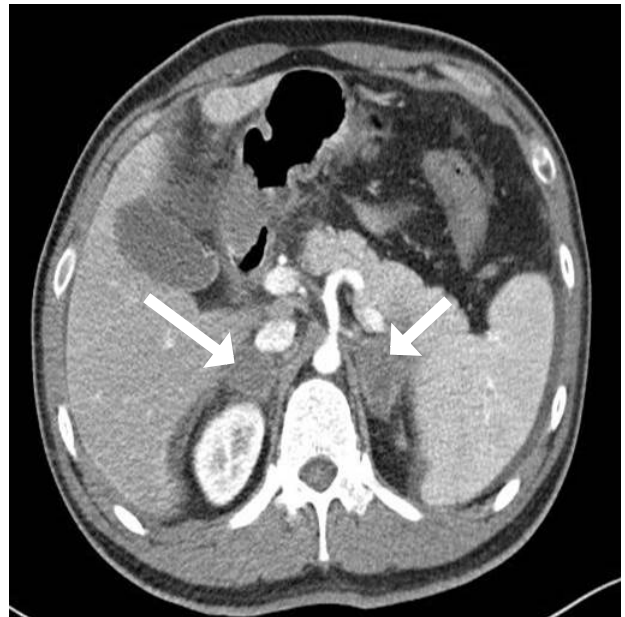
Computed tomography image of abdomen at admission. Heterogenous non-enhance mass like enlargement of both adrenal gland (arrows).
